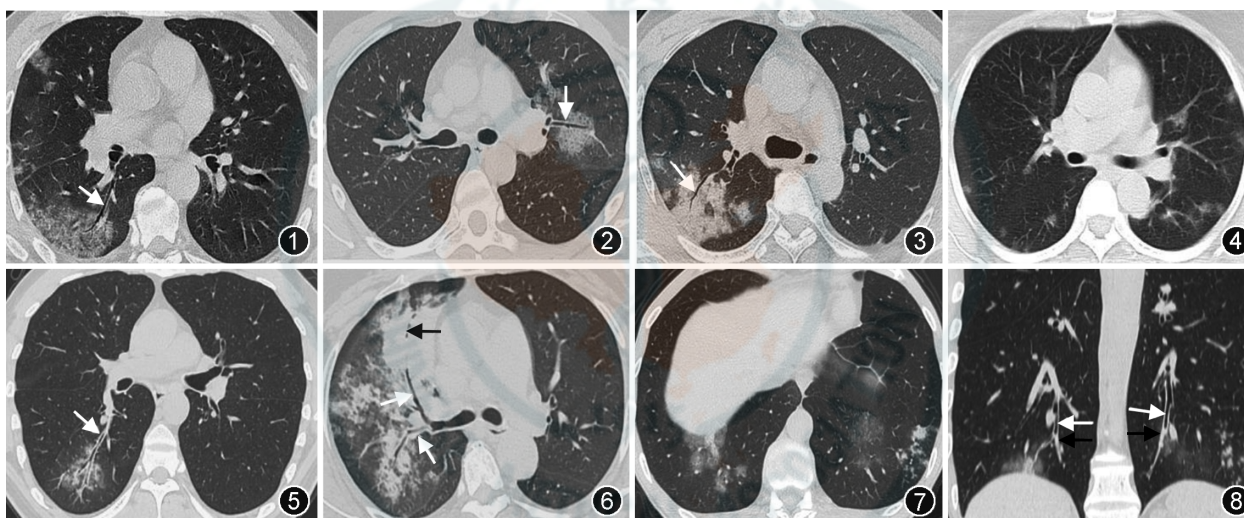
女, 34 岁, 发热 3 d, 普通型新型冠状病毒肺炎(COVID-19)。CT 轴面示右肺中下叶胸膜下磨玻璃影, 病变内、外支气管通畅, 未见管腔向心性狭窄(↑) 图 2 男, 31 岁, 发热伴干咳 5 d, 普通型 COVID-19。CT 轴面示左肺上叶沿支气管血管束分布磨玻璃影, 内见铺路石征, 病变内支气管壁未见明显增厚, 管腔通畅(↑) 图 3 男, 42 岁, 发热伴乏力 3 d, 普通型 COVID-19。CT 轴面示右肺上叶胸膜下片状实变影, 内见空气支气管征, 管腔通畅(↑) 图 4 女, 36 岁, 发热 3 d, 普通型 COVID-19。CT 轴面示双肺散在磨玻璃密度小叶中心结节 图 5 男, 35 岁, 发热 4 d, 支原体肺炎(MP)。CT 轴面示右肺下叶沿支气管血管束分布的不均匀磨玻璃密度影, 对应支气管壁不规则向心性增厚(↑) 图 6 女, 42 岁, 发热伴干咳 5 d, MP。CT 轴面示右肺上叶自肺门向肺外周放射状分布的实变影, 其内支气管壁不规则向心性增厚(白↑), 部分管腔见黏液栓形成(黑↑) 图 7, 8 男, 31 岁, 发热 3 d, MP。图 7 CT 轴面示右肺下叶片状磨玻璃影, 内见铺路石征, 左肺下叶片状磨玻璃影, 邻近胸膜下多个小叶中心结节。图 8 CT 冠状面示双肺病变对应支气管壁向心性增厚(白↑)并黏液栓形成(黑↑)
